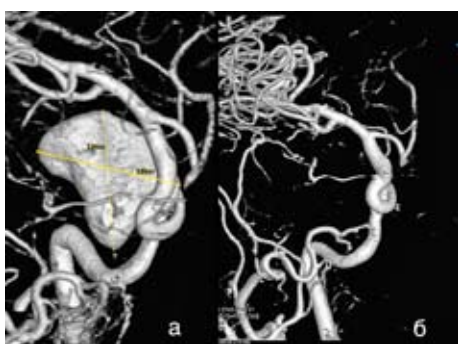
МСКТ головного мозку з внутрішньовенним підсиленням, проведена через 3 міс після хірургічного втручання. Тотальне тромбування АА.
